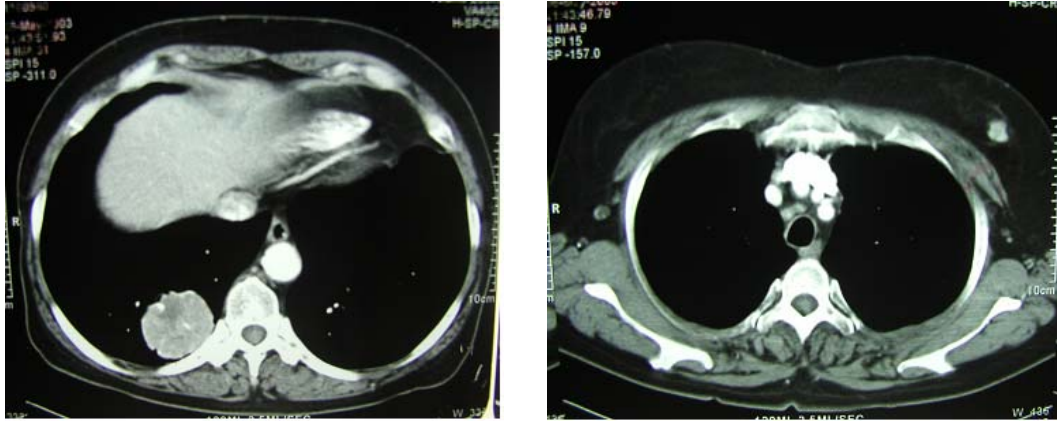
Chest CT scan of the patient on admission: A. About 5cm sized well defined round mass lesion is noted in RLL. B. About 1cm sized, soft tissue nodule is noted in the left breast.
